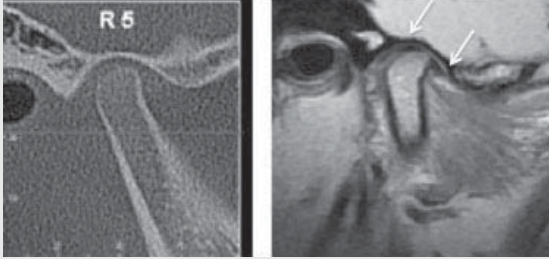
증례 1의 우측 관절. CT image와 closed mouth MRI (화살표가 관절판의 범위를 표시하고 있다.)
